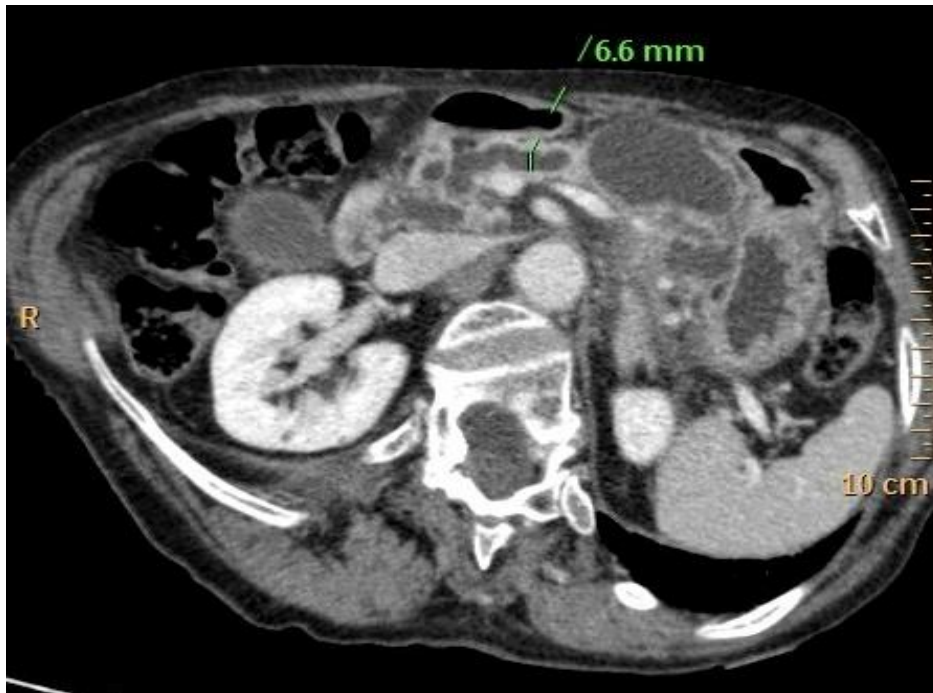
Aspect TDM en coupe axiale montrant une dilatation du canal pancréatique principal de 6.6mm.
